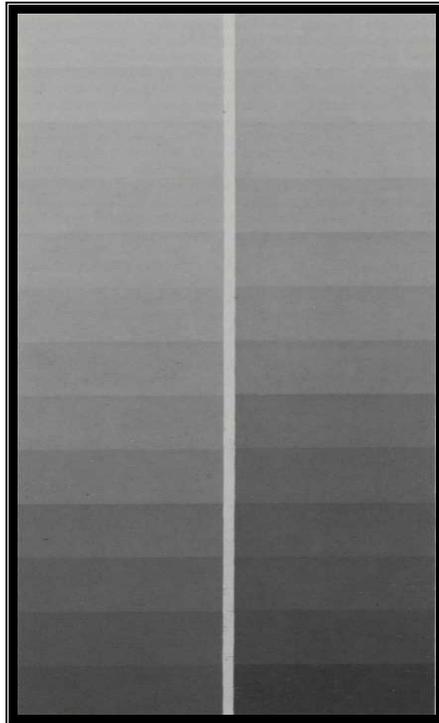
Radiografías tomadas con el mismo kilo voltaje pero diferente mili amperaje.
